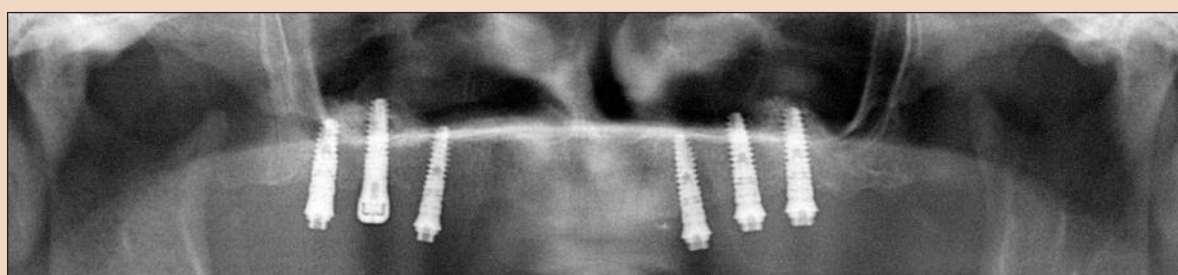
Ортопантомограмма после установки имплантатов XiVE TG.
